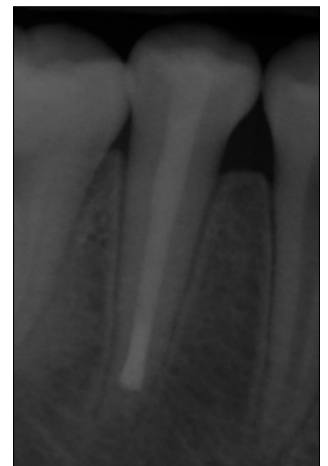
4 months after root canal filling. No clinical and radiographical pathology was observed.
